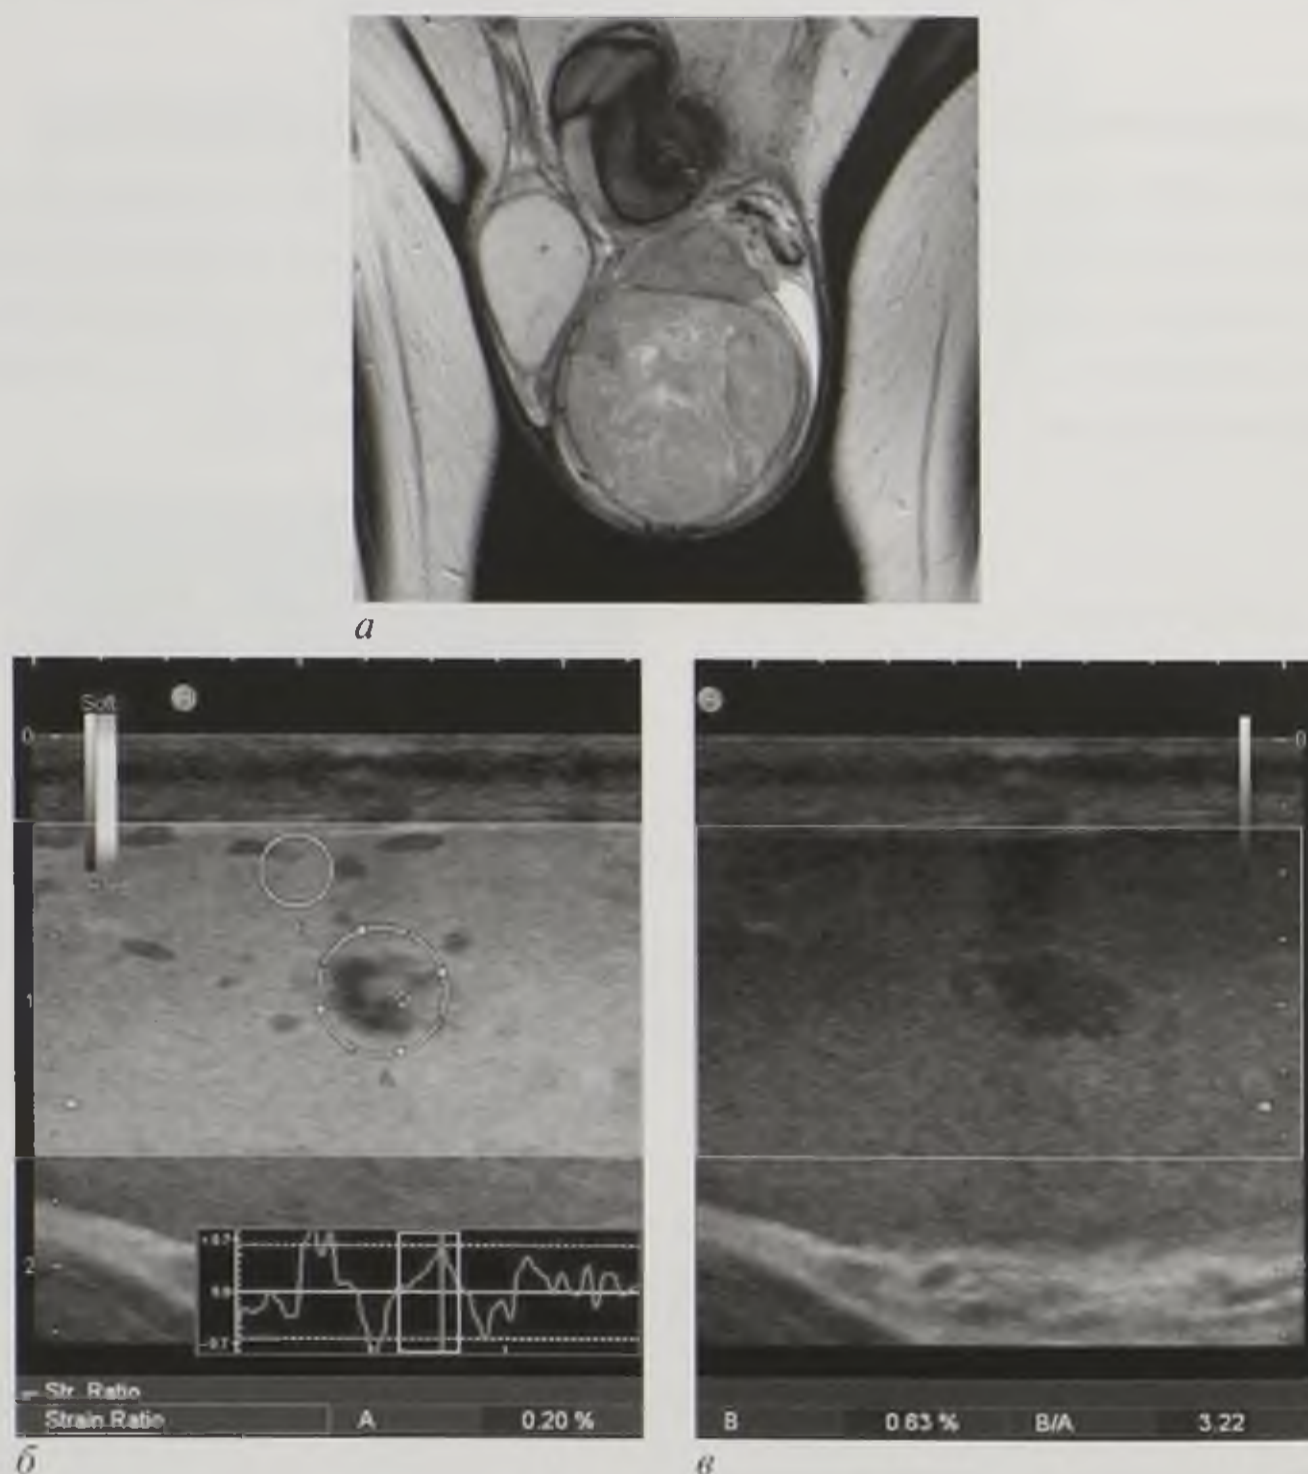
Опухоль яичка: *a* — магнитно-резонансная томограмма, T2-взвешенное изображение во фронтальной плоскости; *б* — ультразвуковое исследование с эластографией, высокая жесткость образования (большая окружность); *в* — ультразвуковое исследование при В-режиме, умеренно неоднородная гипоэхогенная структура образования
